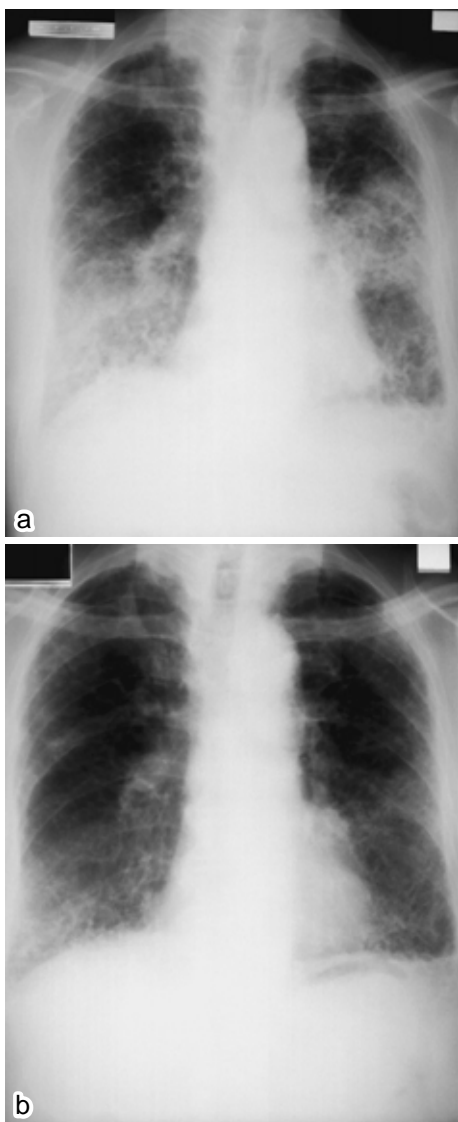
a: Chest radiograph showing consolidations in the left middle and right lower lung fields, and linear and reticular shadows in both lower lung fields
